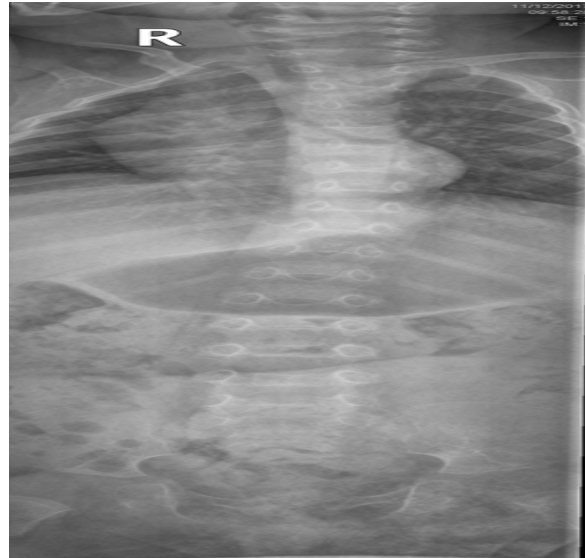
Radiografía de columna; proyección anteroposterior.
